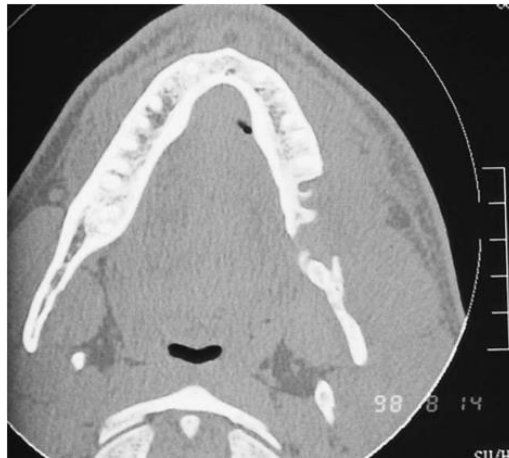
Corte axial de TC de una mandíbula con osteomielitis derivada de una fractura mandibular que tardó mucho en ser reparada.²⁹
